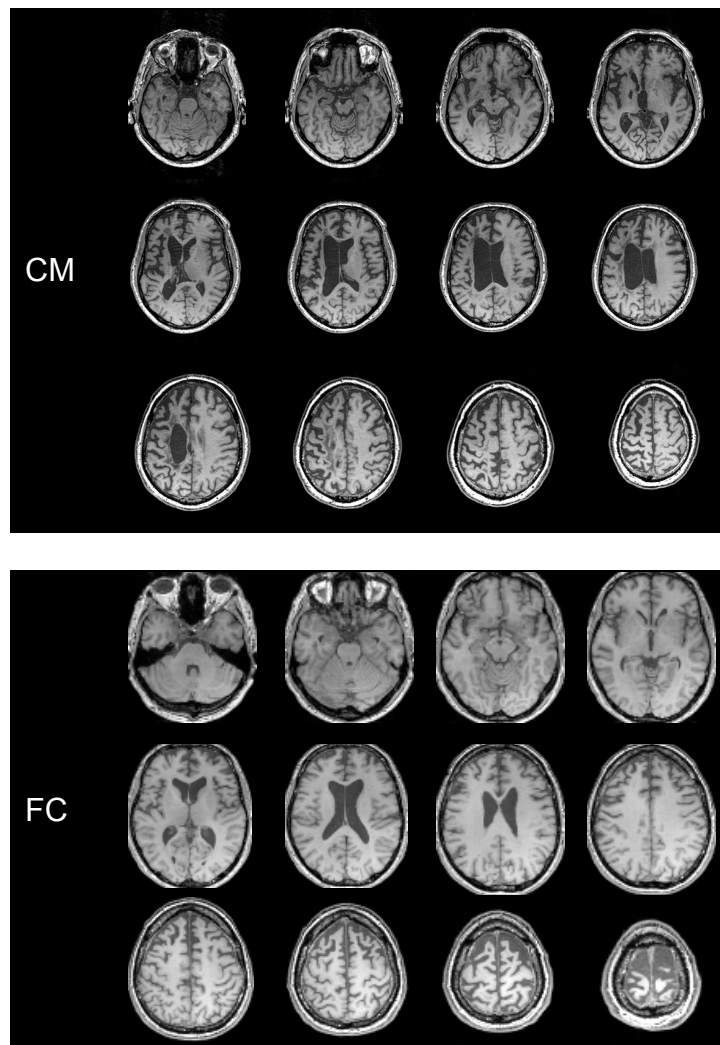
Anatomical MRI (T1) of the stroke patient (CM) and of the NFPA patient (FC).
